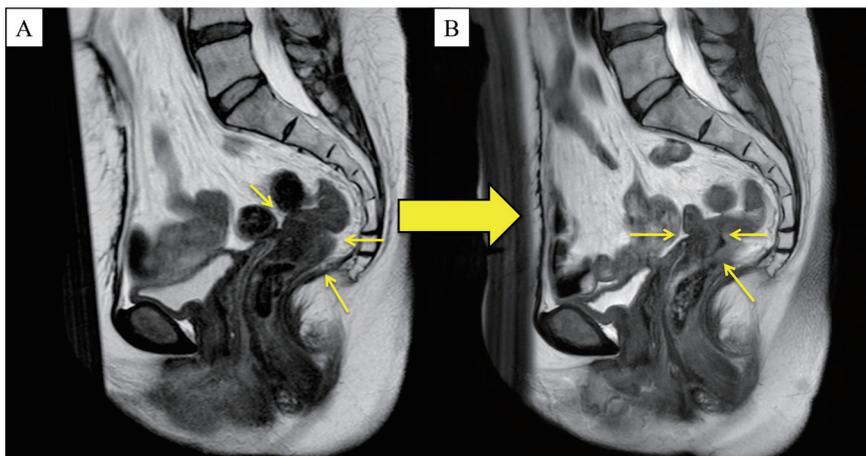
骨盤部造影MRI T2 強調画像 矢状断
